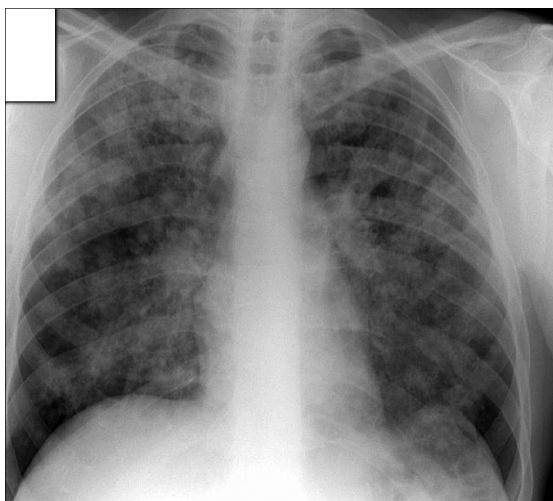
Рентгенограмма органов грудной клетки больного Т., 40 лет.
